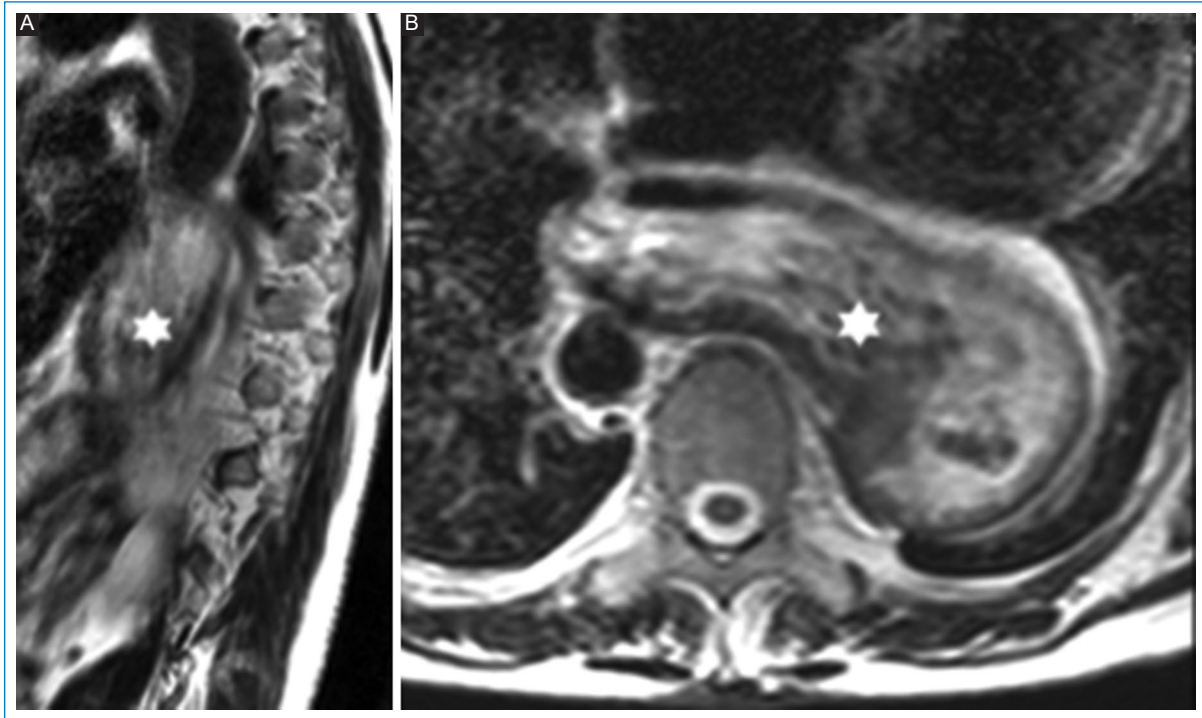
Paciente de sexo masculino de 53 años. Refiere dorsalgia persistente. RM de columna dorsal. Secuencias ponderadas en T2, planos (A) sagital y (B) axial. Se valora una hernia hiatal (*).
